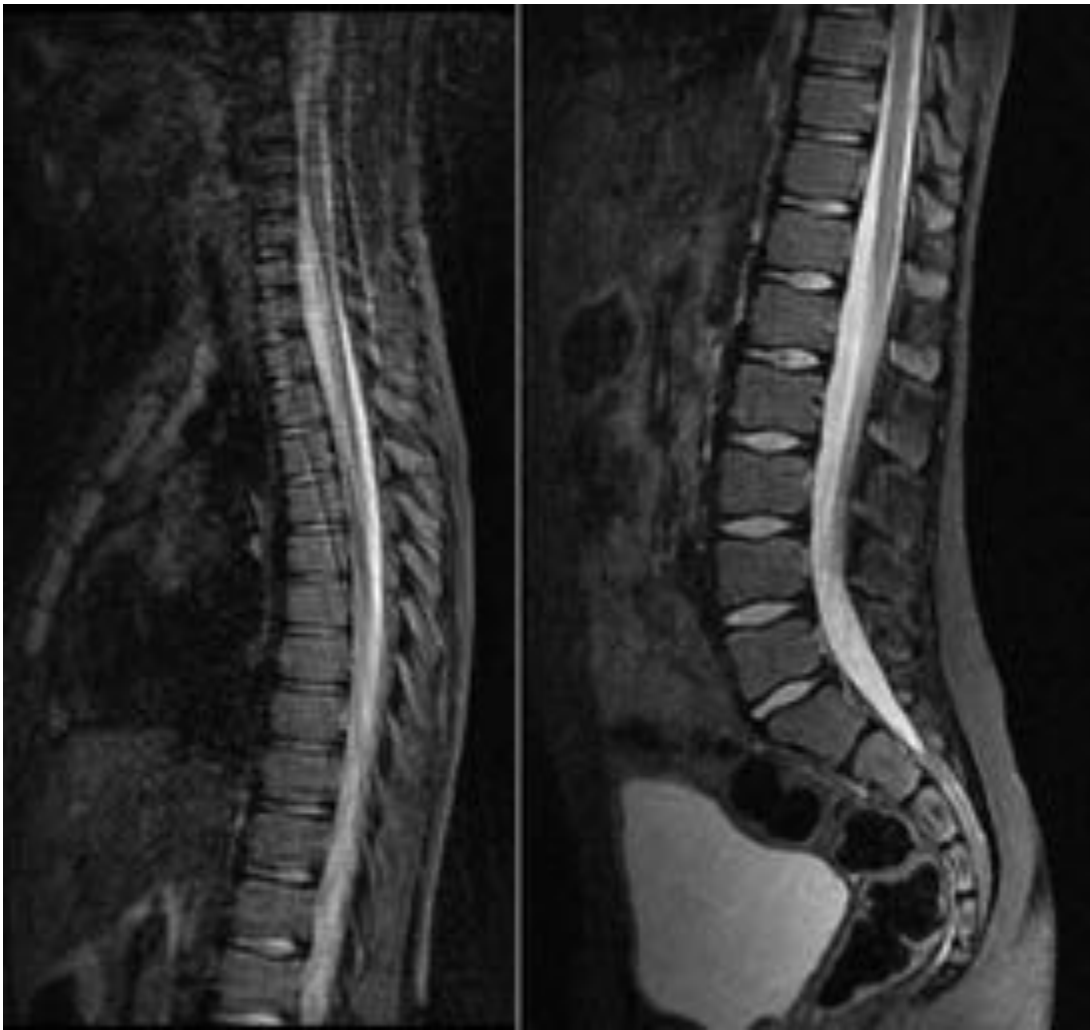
RM columna dorsal y lumbar, secuencia STIR. Tanto las secuencias de inversión-recuperación, como las secuencias con supresión grasa son muy útiles en la valoración del complejo ligamentario posterior.
